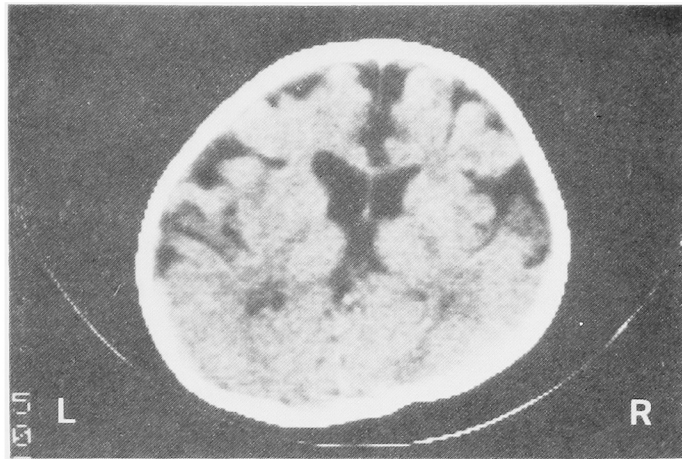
頭部 CT：大脳全体におよぶ萎縮がみられる。
